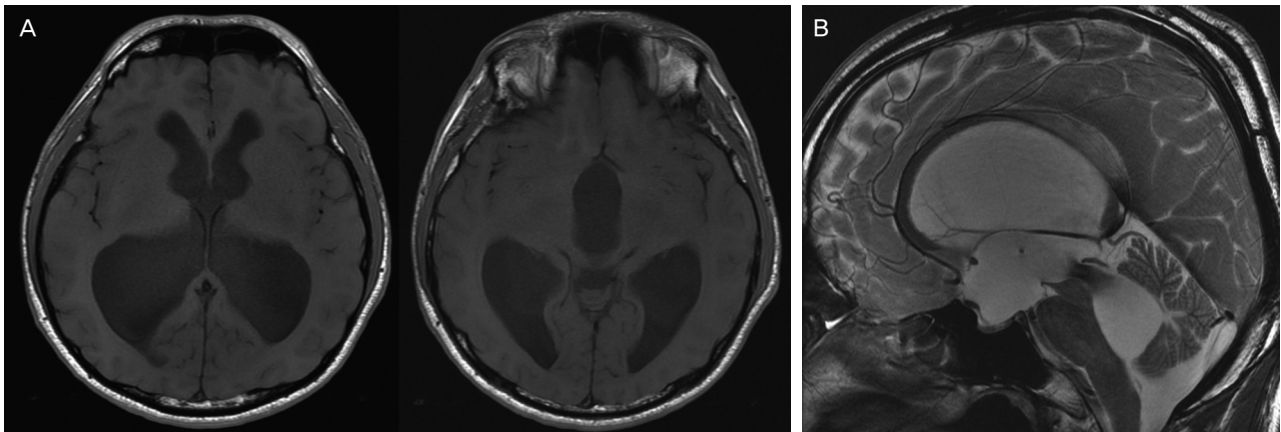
Brain MRI. (A) T1-weighted axial images showed ventricular dilatation mainly in the posterior and inferior horns of the lateral ventricle. T1-weighted image also demonstrate the third ventricle enlargement. (B) On T2-weighted sagittal image, the marked CSF signal void was seen in the cerebral aqueduct extending into the third and fourth ventricles. Thinning of the corpus callosum with enlargement of the third and fourth ventricles was also demonstrated in T2-weighted sagittal image.
